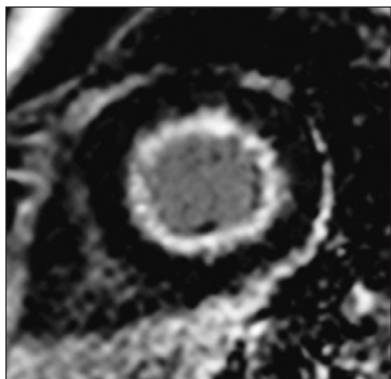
МРТ сердца с отсроченным контрастным усилением, проекция по короткой оси желудочков
